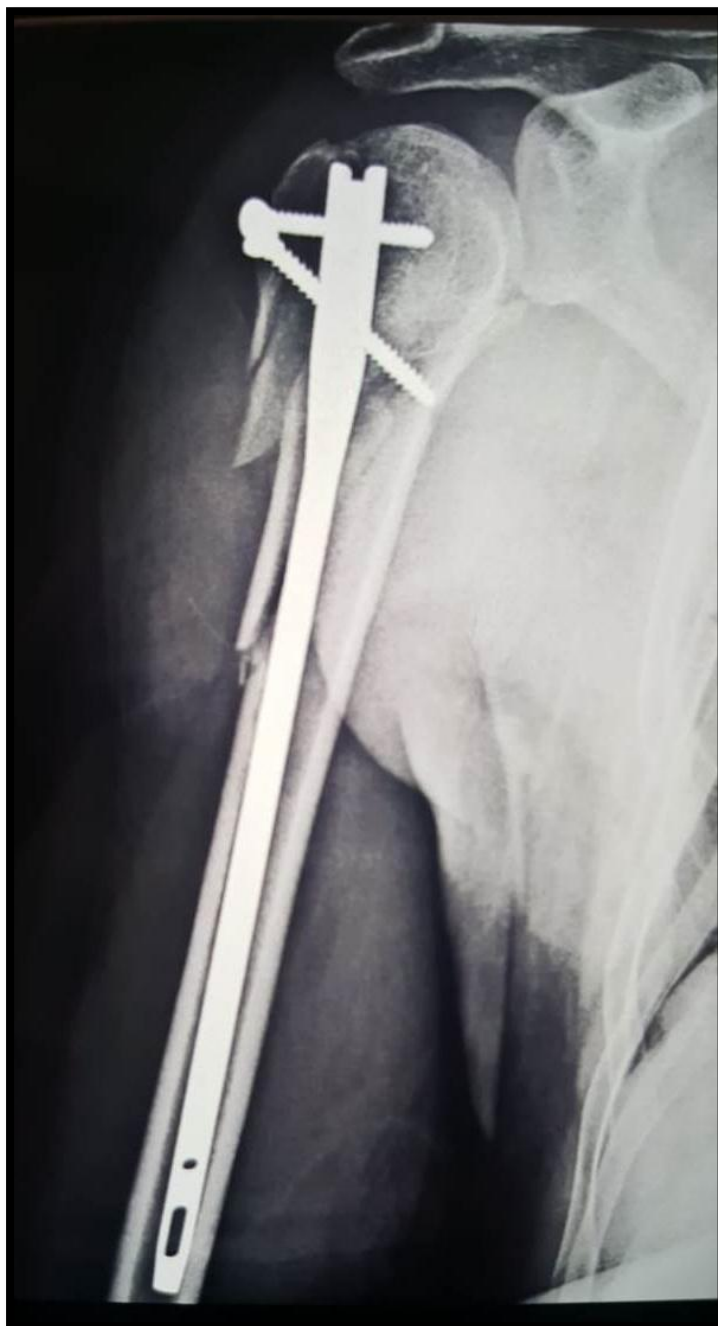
Radiographie de l'épaule de face montrant une fracture N4 selon la classification de Neer traité par enclouage centro-médullaire chez le même patient.
